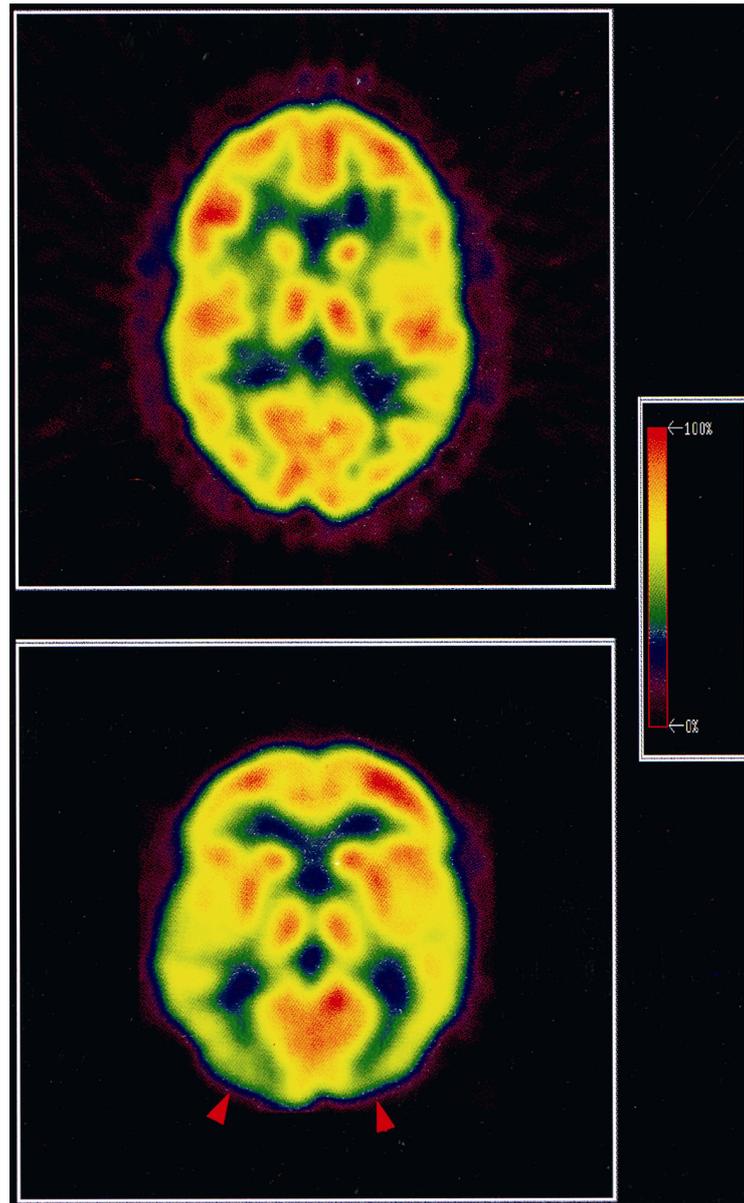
Fluorodeoxyglukose-PET, repräsentativer transaxialer Schnitt, oben: gesund, unten: Beispiel eines HWS-Schleudertrauma-Patienten; die Pfeile markieren den verminderten Metabolismus in der parieto-okzipitalen Region. Mit freundlicher Genehmigung des Springer-Verlages.
